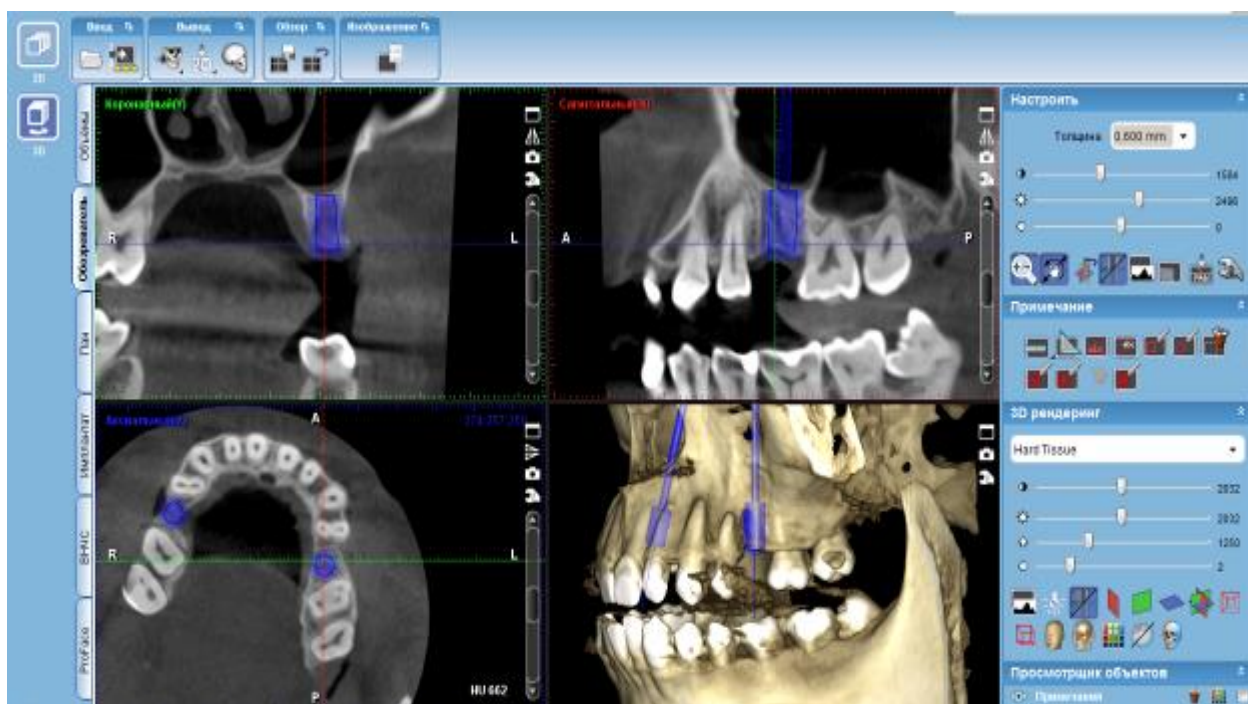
Скріншот комп'ютерної томографії протоколу дослідження пацієнта П. 1978 р.н. за допомогою Planmeca Romexis Viewer. Планування встановлення імплантатів в ділянці дефектів зубних рядів та протоколу сверління і навантаження відповідно до якості кісткової тканини.
